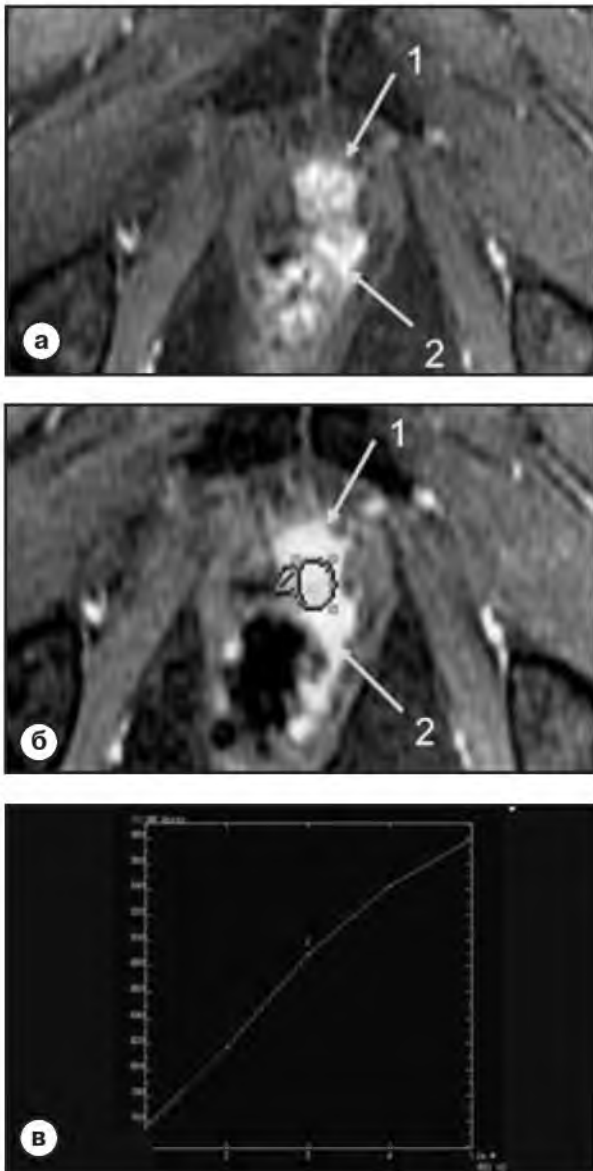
Аксиальная T1-взвешенная томограмма (а, б) с подавлением сигнала от жировой ткани после внутривенного введения контрастного препарата (гадобутрол, 0,1 мл/кг массы тела). Определяется интенсивное контрастирование ткани в ложе удаленной простаты (1) с вовлечением стенки прямой кишки (2). По данным динамического анализа (в) – быстрое интенсивное и пролонгированное контрастирование зоны интереса
